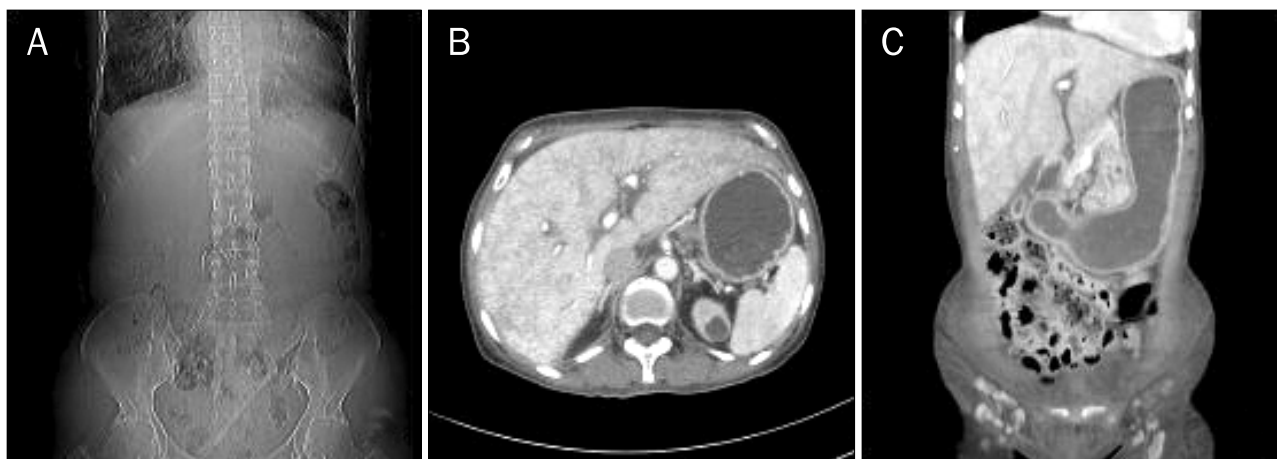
Abdominal x-ray and CT scan findings (follow up). (A) The stomach gas was decreased. (B, C) The gastric wall became not remarkable.
